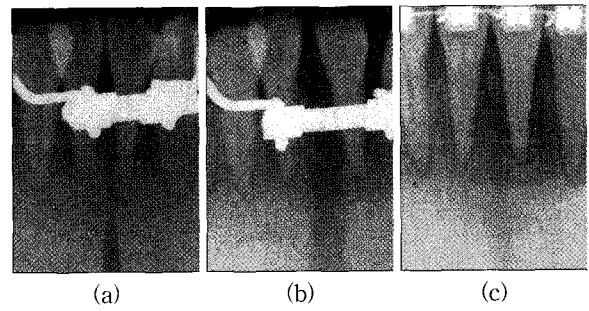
Periapical x-ray view of case 1
